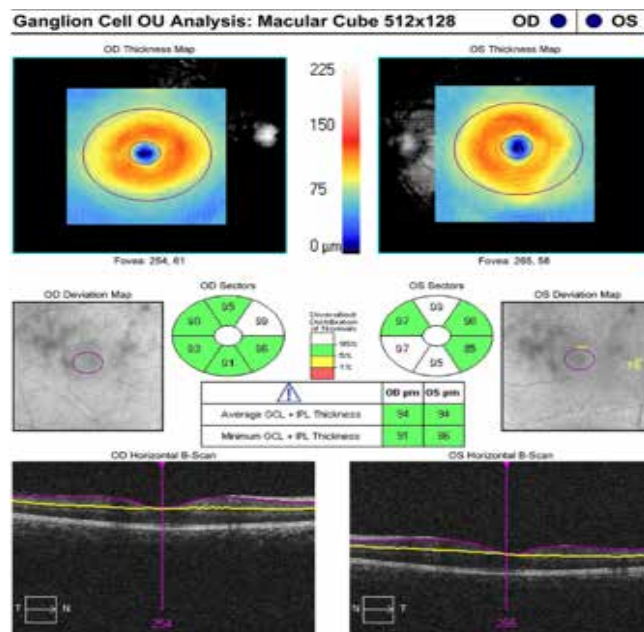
Χαρτογράφηση της ωχράς κηλίδας. Αναδημιούσηση: *International Journal of Retina and Vitreous*, original article “Large-cube optical coherence tomography in diabetic macular edema”.
